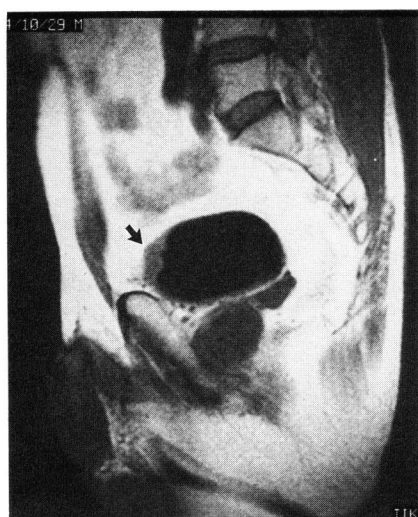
Parasagittal MRI image of case 9, showing tumor at the dome of the bladder. No perivesical tumor extension.
